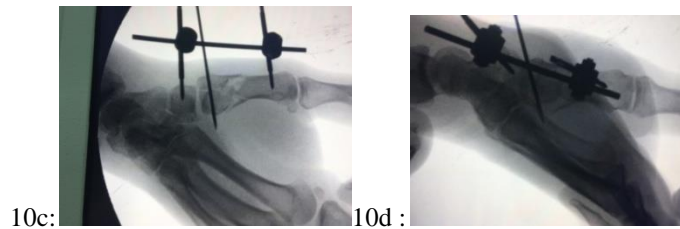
5. metakarp bazis kırığının ameliyat sonrası obliqel grafisi
